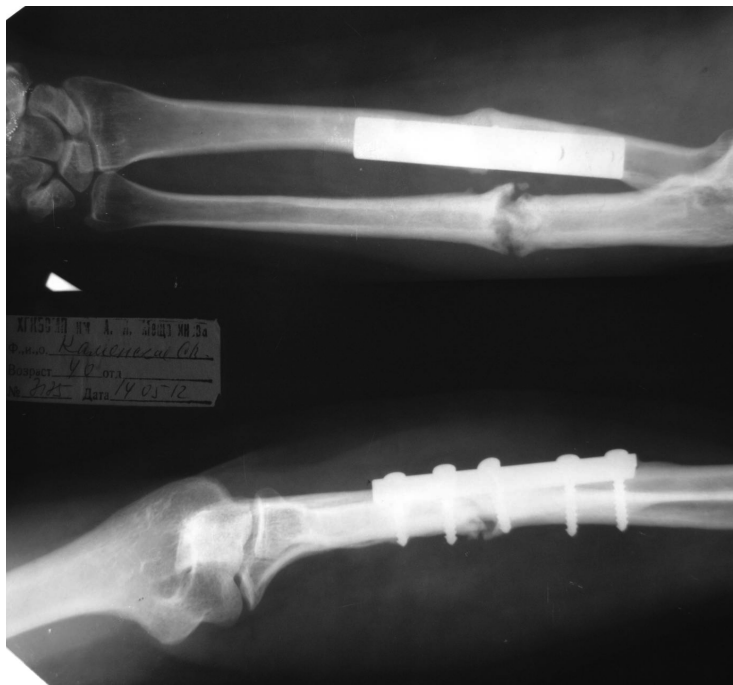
Рентгенограммы костей предплечья больной К. через 12 месяцев после первичного остеосинтеза переломов обеих костей предплечья
